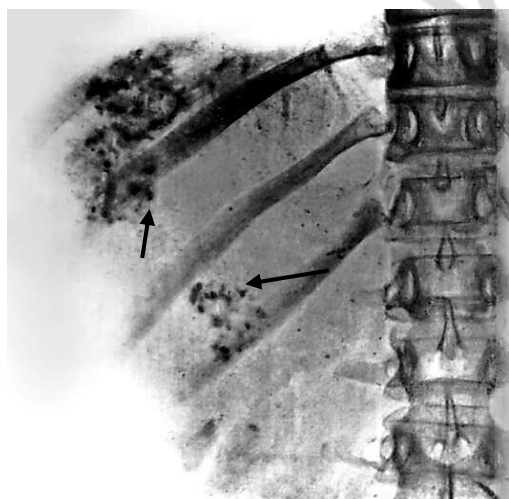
Рентгенограмма печени при альвеококкозе — симптом «известковых брызг»
